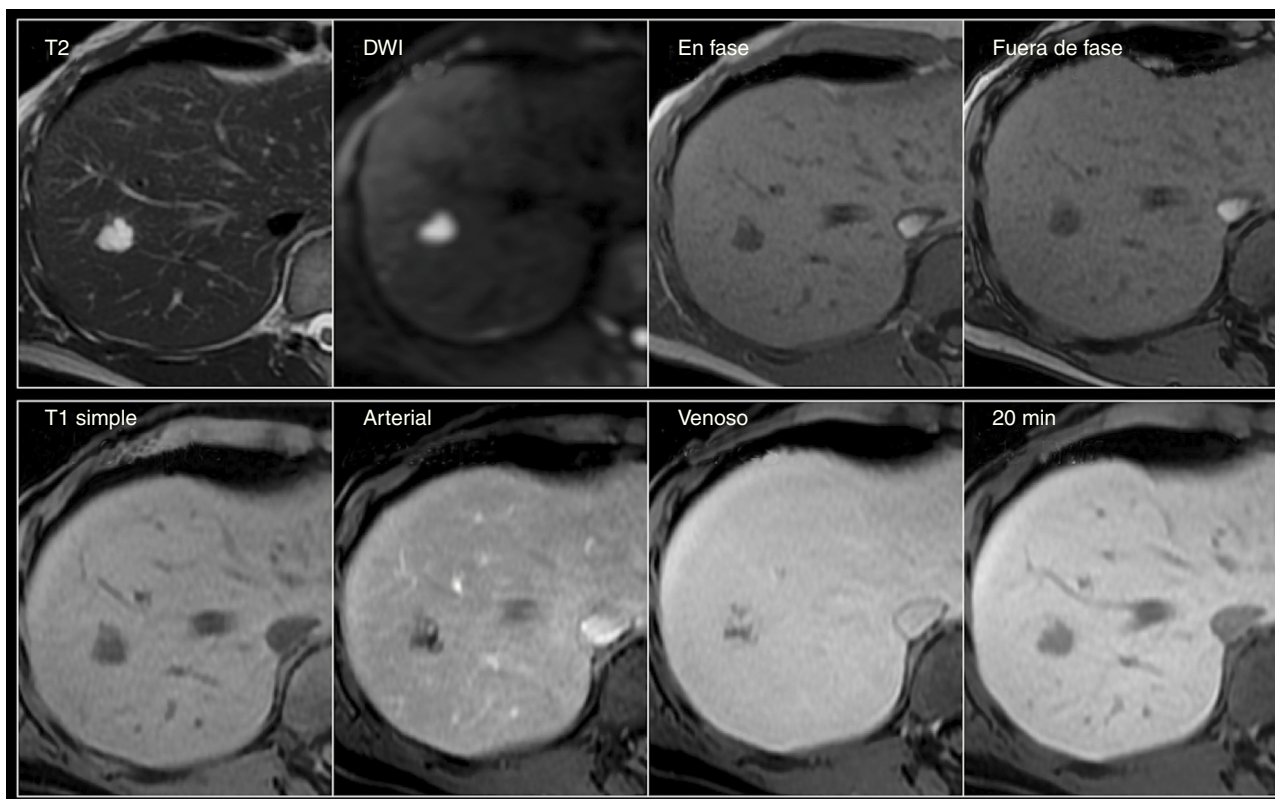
Carcinoma hepatocelular de pequeño tamaño. Mujer de 60 años con hígado con cambios por cirrosis con importante lobulación y nodularidad de sus contornos, así como intensidad de señal heterogénea del parénquima, y con lesión indeterminada por TCMD (no mostrada). *Fila superior:* Nótese la lesión redondeada del segmento 7, isointensa en T2 e hipointensa en T1 tanto dentro como fuera de fase, y con restricción a la difusión (DWI). *Fila inferior:* En las fases dinámicas en secuencias LAVA, existe importante reforzamiento en la fase arterial con lavado rápido en fase venoportal —observe el realce del resto del parénquima— y la hipointensidad de la lesión en la fase hepatobiliar de 20 min, hallazgos característicos de carcinoma hepatocelular.
